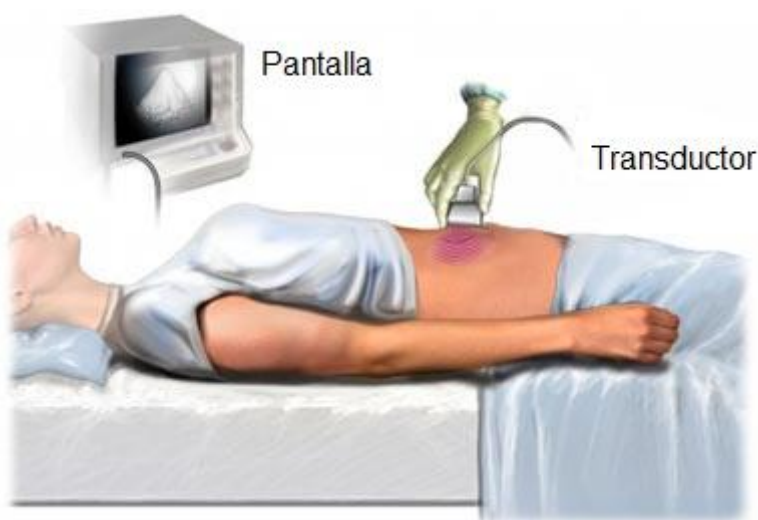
Mostra com es du a terme una ecografia.
